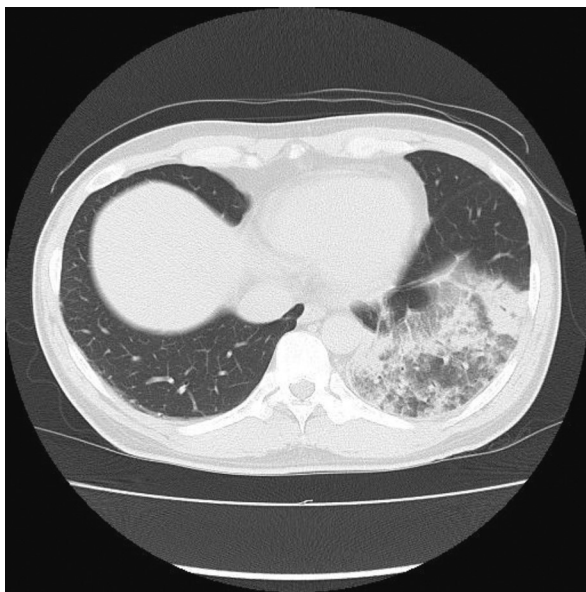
Chest high-resolution computed tomography (HRCT) scans on admission in our hospital Revealed consolidation and ground-glass opacities in the left lower lobe.
